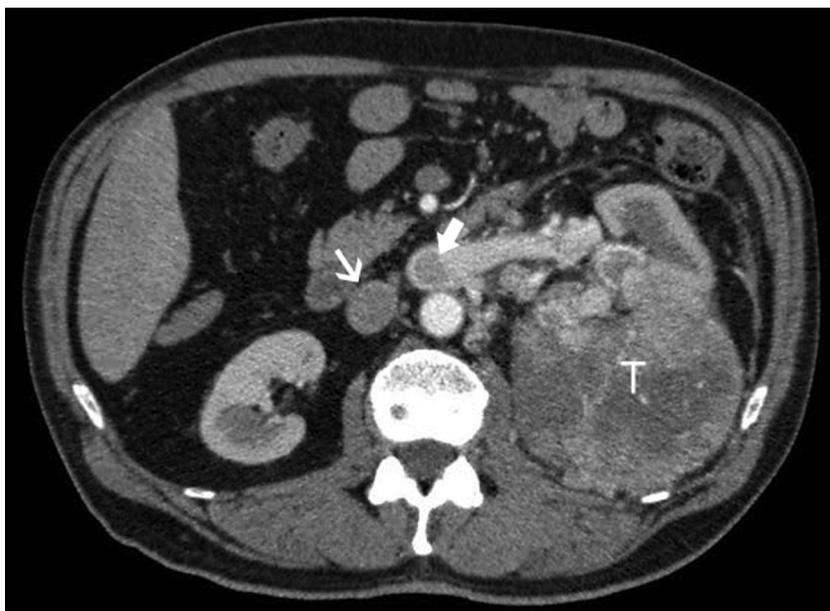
Tomografía computarizada preoperatoria de abdomen con contraste endovenoso (fase arterial). Se identifica un voluminoso tumor renal izquierdo (T) con trombosis tumoral de la vena renal izquierda (flecha gruesa) y de la vena cava inferior (flecha fina).
